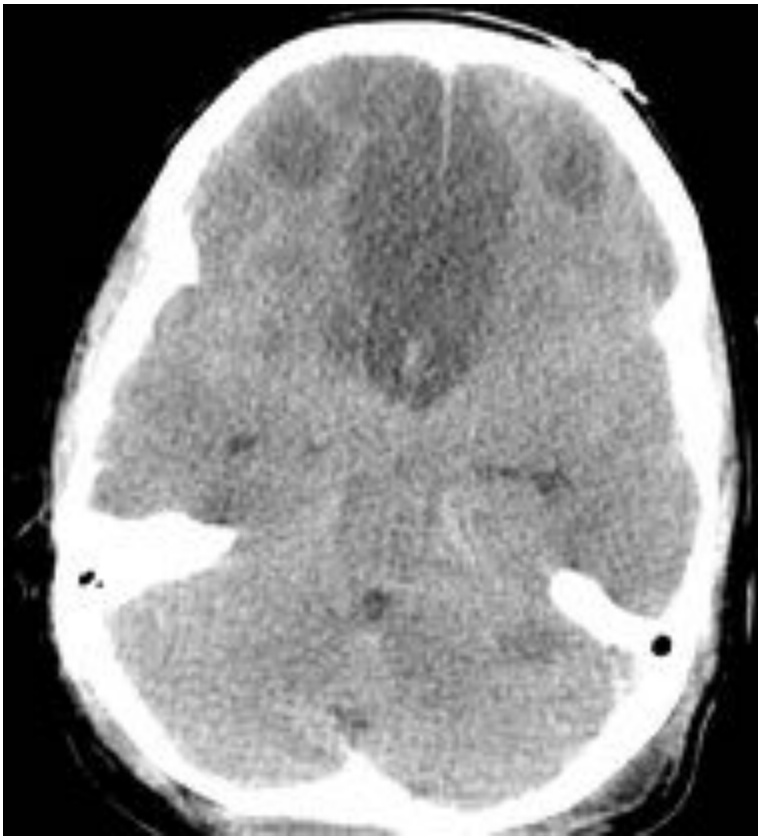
TC sin contraste: Paciente de 11 años con TCE grave. Infartos frontales basales bilaterales.
